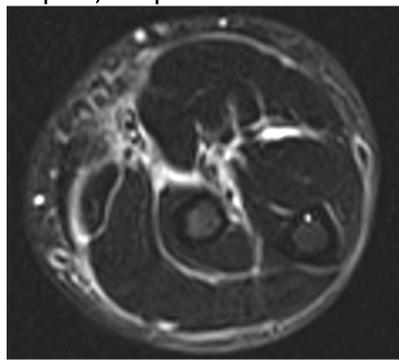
IRM de l'avant-bras droit séquence T2 STIR retrouvant un hypersignal des fascias
